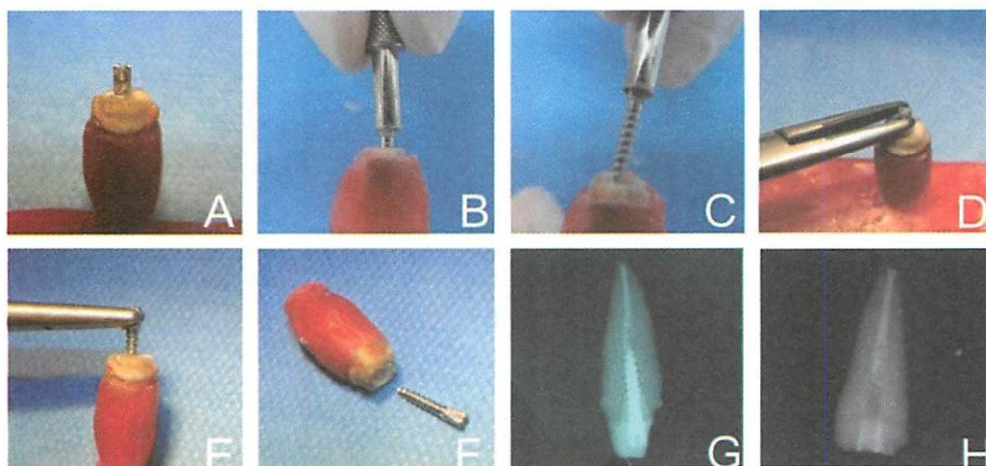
Remoção de pino rosqueável: (A) – porção coronária do pino exposta; (B e C) – desrosqueamento do pino com chave; (D e E) – desrosqueamento com pinça porta-agulha; (F) – pino fora do canal; (G) – radiografia inicial; (H) – radiografia final.
